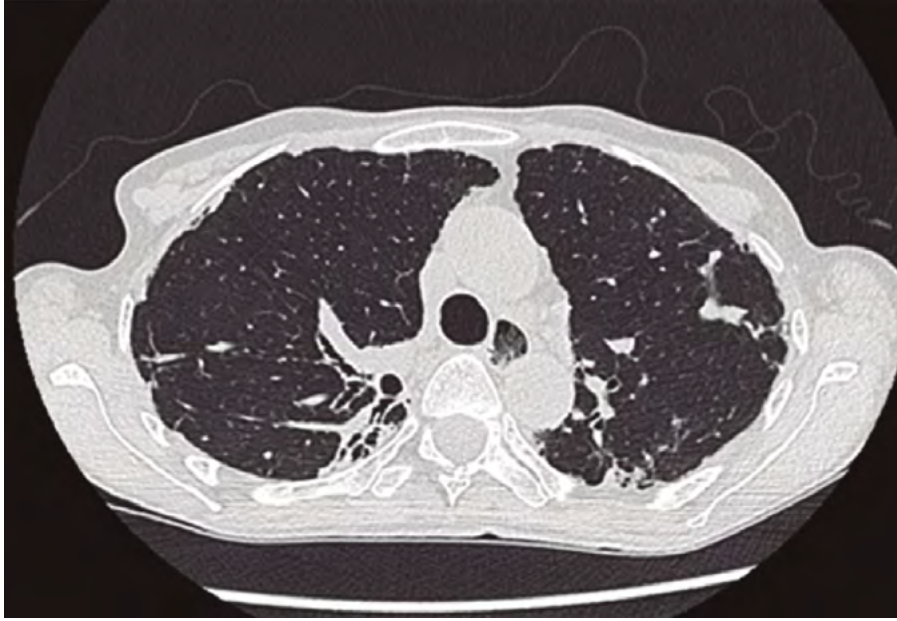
TAC de tórax de alta resolución. Patrón radiológico tipo NIU.
